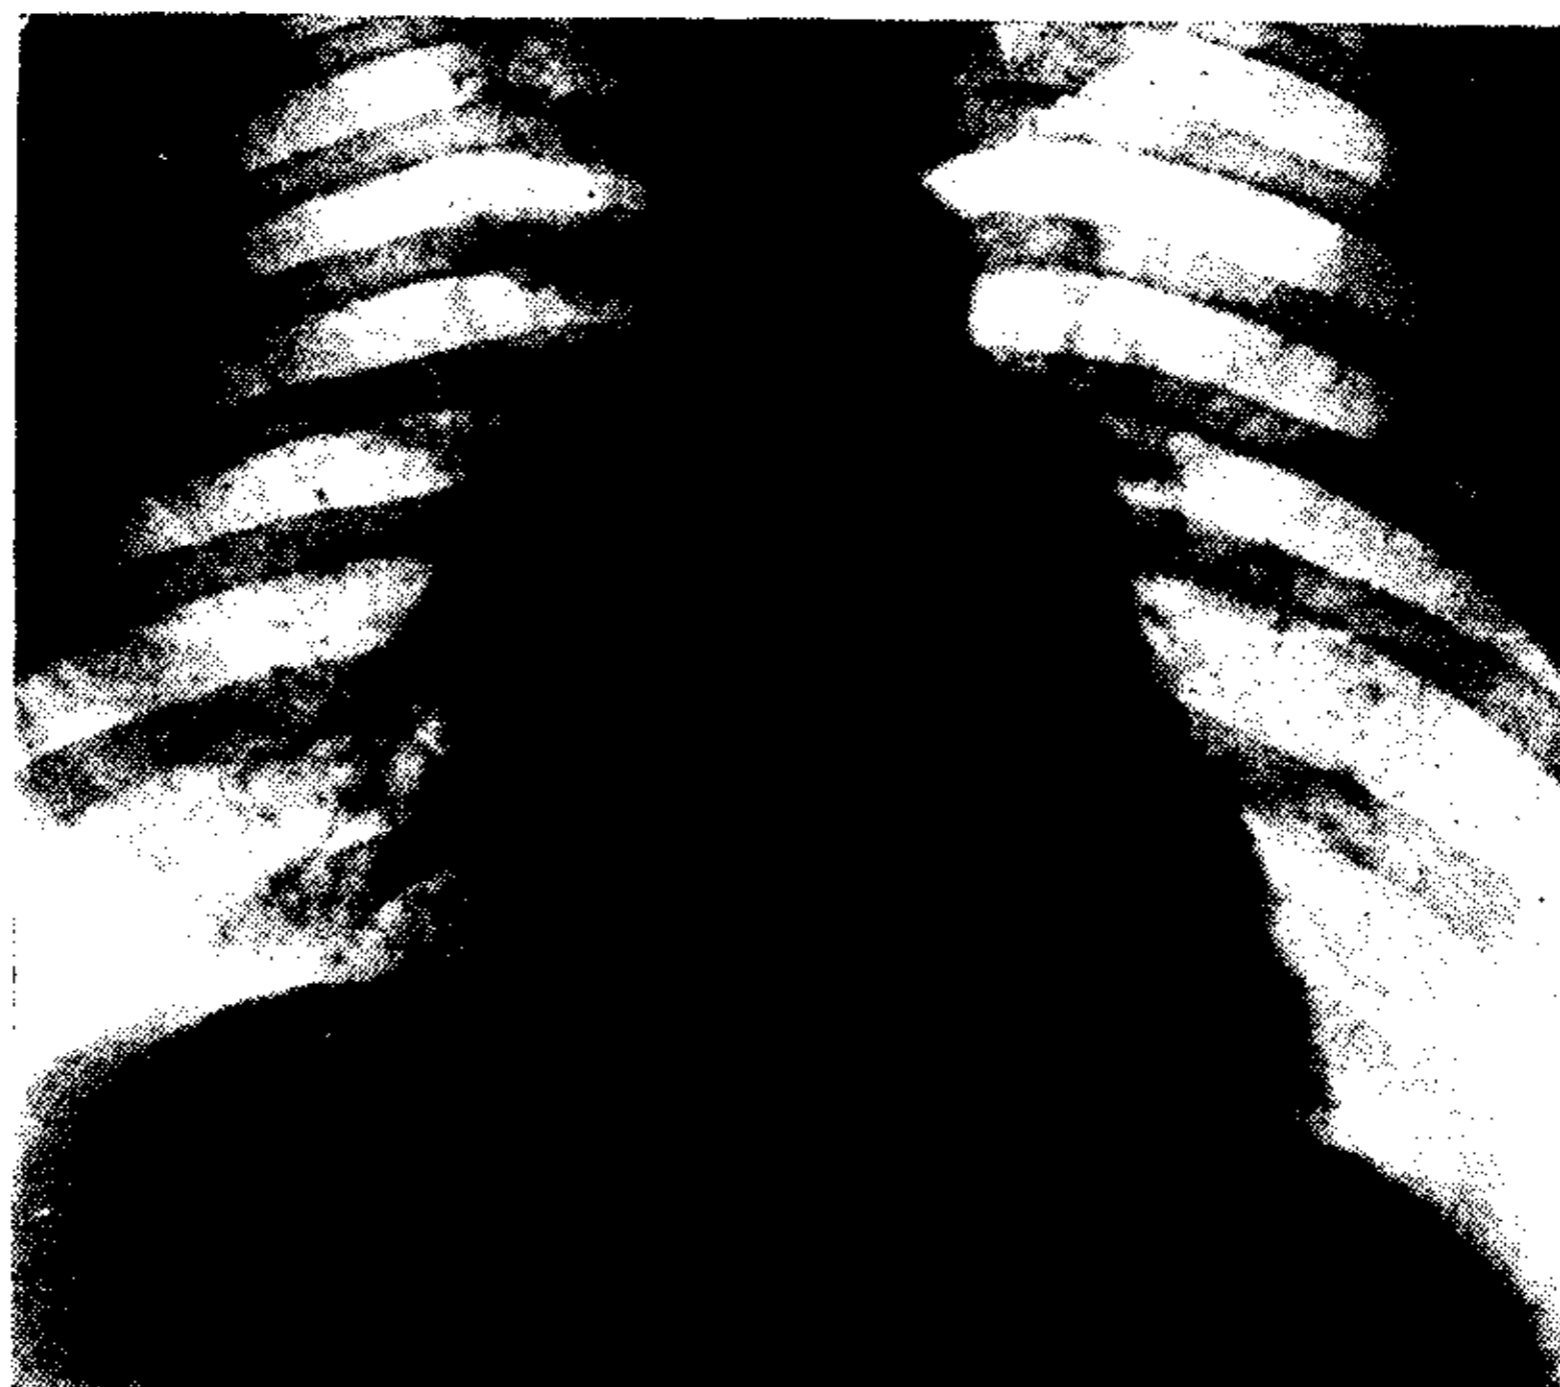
Corazón tendiendo a la vertical. Telerradiografía en espiración, mostrando la mayor densidad y la mayor inclinación del borde externo de la sombra parapexiana.
